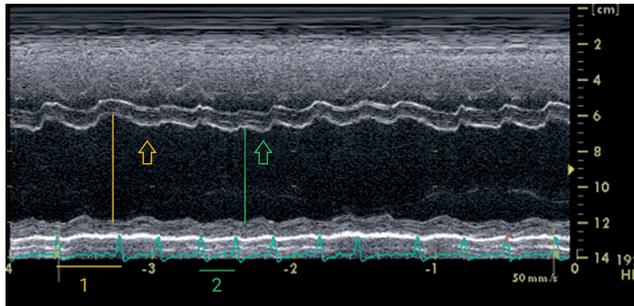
Ecocardiograma en modo M en un paciente con fibrilación auricular rápida.
